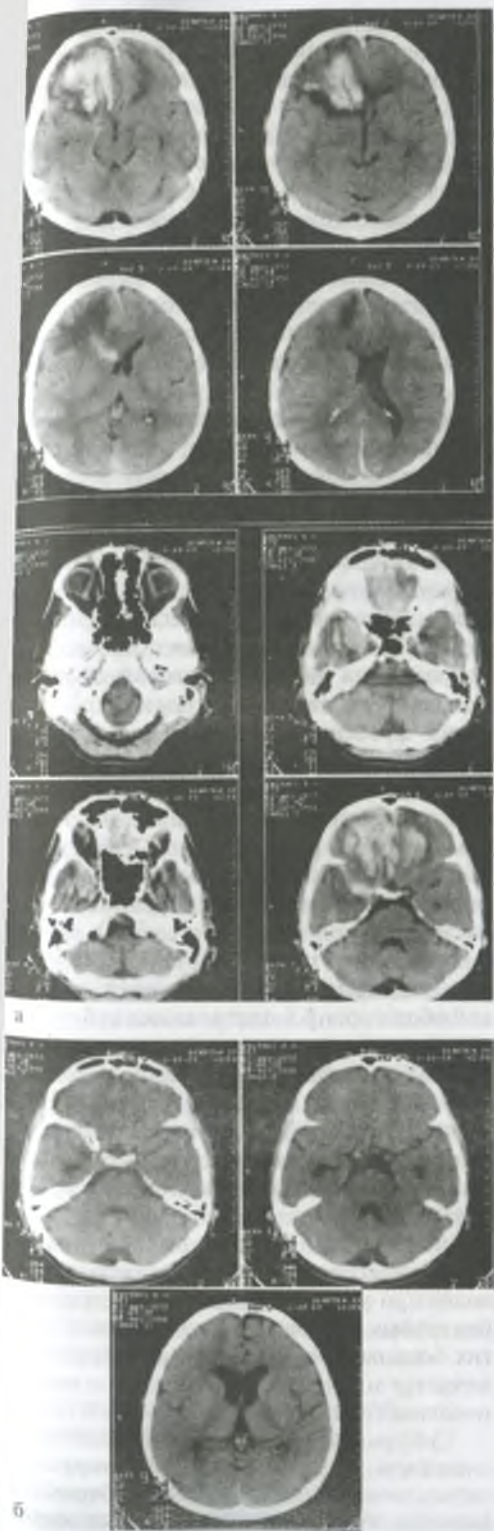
Компьютерные томограммы головного мозга пострадавшего с внутримозговой и внутрижелудочковой травматическими гематомами: а — при первичном исследовании выявляется обширная внутримозговая гематома правой лобной доли с прорывом в желудочковую систему и заполнением кровью правого бокового и III желудочков; б — при исследовании через 21 день после оперативного вмешательства отмечается полное отсутствие геморрагического компонента, выявляется умеренная гидроцефалия на фоне атрофии мозгового вещества.
